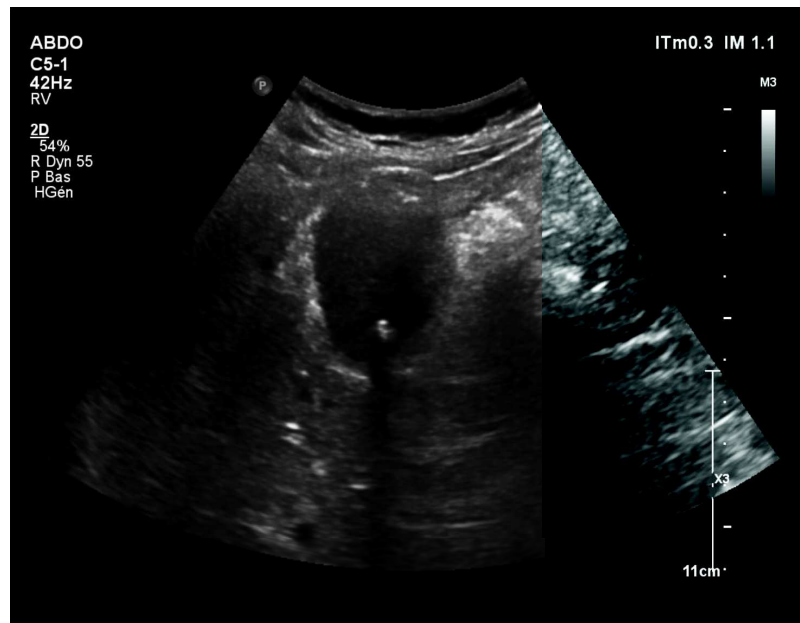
Échographie montrant une vésicule biliaire siège d'un calcul (tête de flèche) hyperéchogène avec cône d'ombre postérieur hypoéchogène
